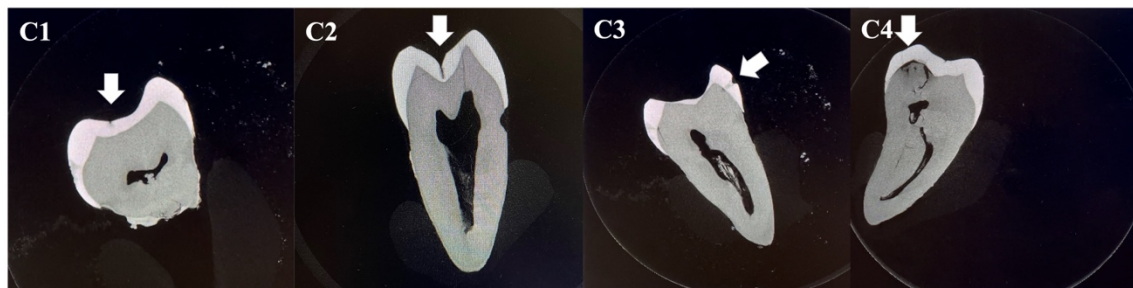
Darstellung der Kariesgrade im Mikro-CT: (C1 (Karies in der äußeren Schmelzschicht), C2 (Karies in der inneren Schmelzschicht), C3 (Karies in der äußeren Dentinschicht), C4 (Karies in der inneren Dentinschicht, Pulpennähe))
